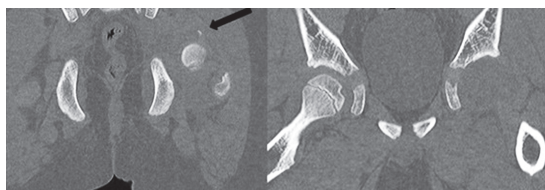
前医での CT 検査像における小骨片 (矢印)
